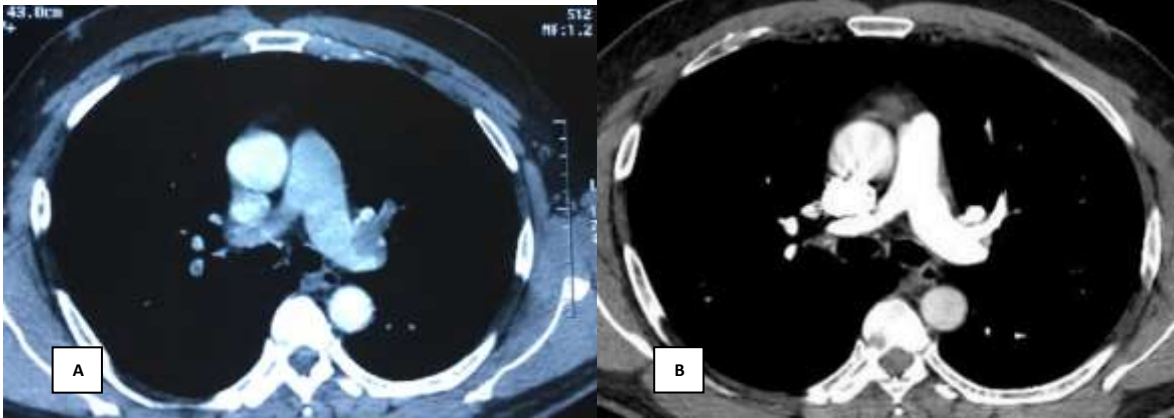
Angiotomografía pulmonar de ingreso, nótese la presencia de trombo en la arteria pulmonar derecha y la dilatación del tronco de la arteria pulmonar. Figura 3B. Angiotomografía control, nótese la ausencia del trombo en la arterial pulmonar derecha.
